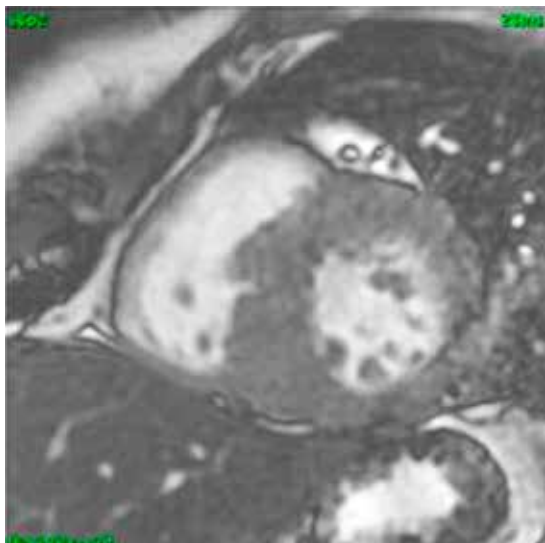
Cardiorresonancia magnética del caso clínico 1. Corte transversal con evidencia de hipertrofia septal asimétrica.
